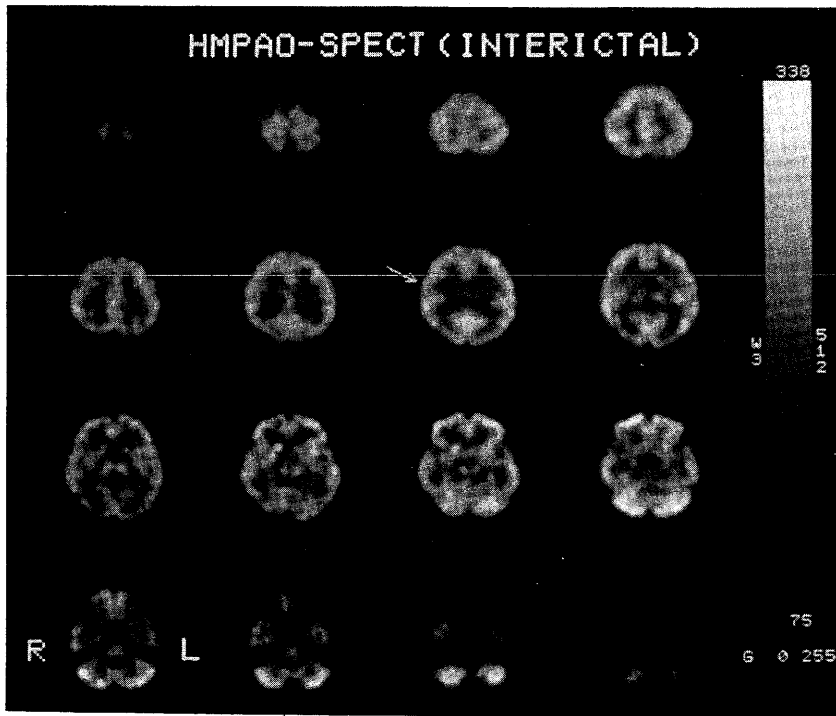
^{99m}Tc-HMPAO SPECT images in an interictal phase. Slightly decreased accumulation was observed in the right mid-Rolandic area (arrow). No increased accumulation was shown in the subcortical areas.
